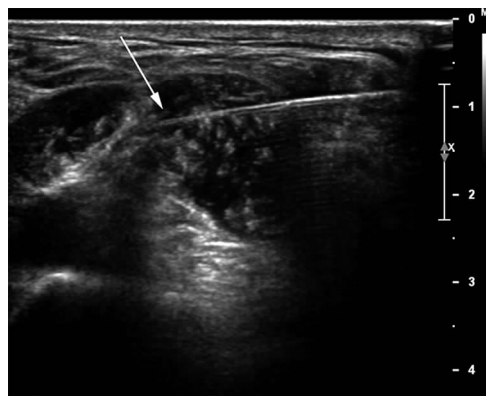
超声下穿刺针注药及药液在肌间沟分布(箭头所指)
